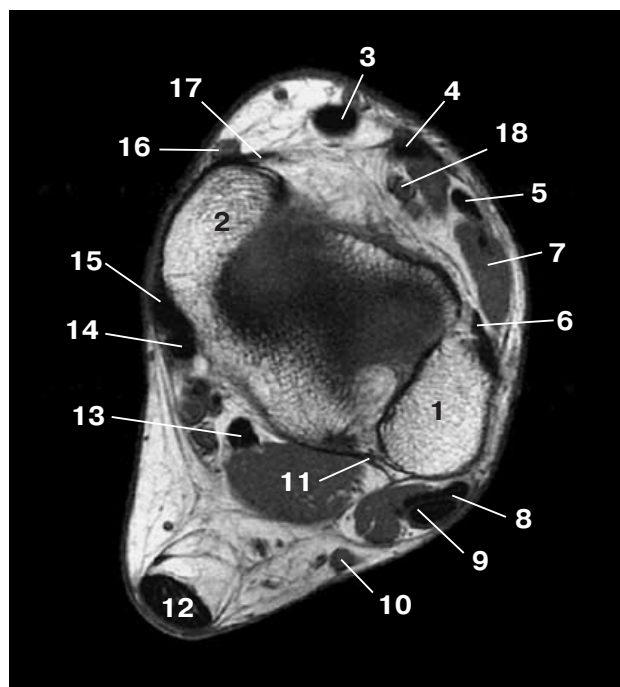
Аксиальная МР-томограмма на уровне дистального межберцового синдесмоза. 1 – латеральная лодыжка, 2 – медиальная лодыжка, 3 – tendo m. tibialis anterior, 4 – tendo m. extensor hallucis longus, 5 – tendo m. extensor digitorum longus, 6 – lig. tibiofibulare anterius, 7 – anterior m. peroneus tertius, 8 – tendo m. peroneus brevis, 9 – tendo m. peroneus longus, 10 – n. suralis, 11 – lig. tibiofibulare posterius, 12 – ахиллово сухожилие, 13 – tendo m. flexor hallucis longus, 14 – m. flexor digitorum longus, 15 – tendo m. tibialis posterior, 16 – v. saphena magna, 17 – retinaculum extensorum inferius, 18 – a. tibialis anterior.
